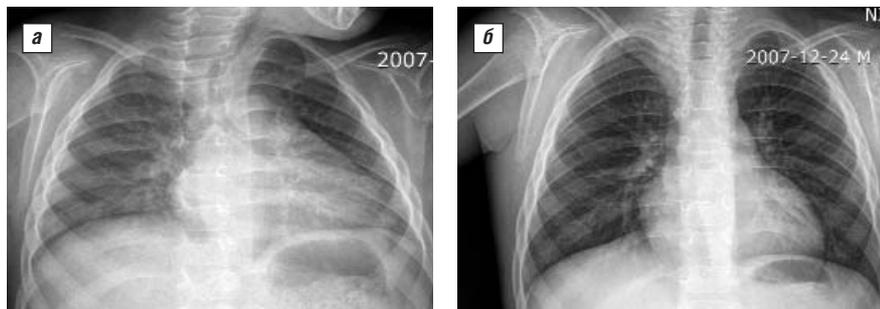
Рентгенограммы органов грудной клетки больного С. а – признаки перикардита, плеврита, альвеолита до начала терапии ТЦЗ; б – положительная динамика при контрольном обследовании через 3 мес после начала терапии
